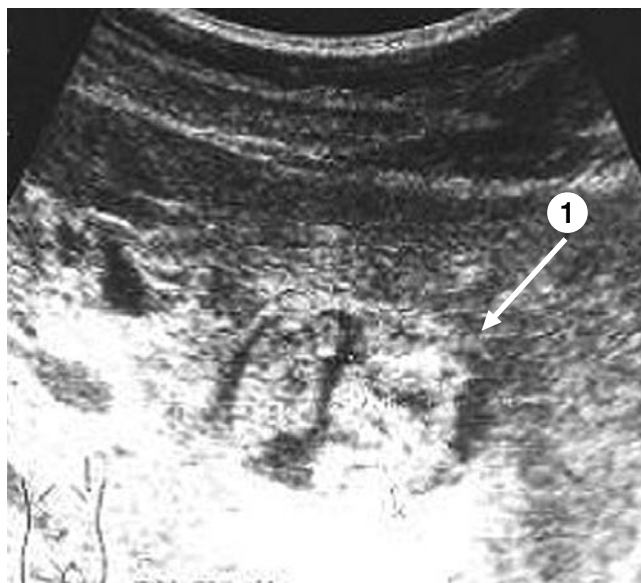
УЗИ. Правая доля печени. 4-ый сегмент. 1 — гиперэхогенное образование округлой формы с неоднородным содержимым.
